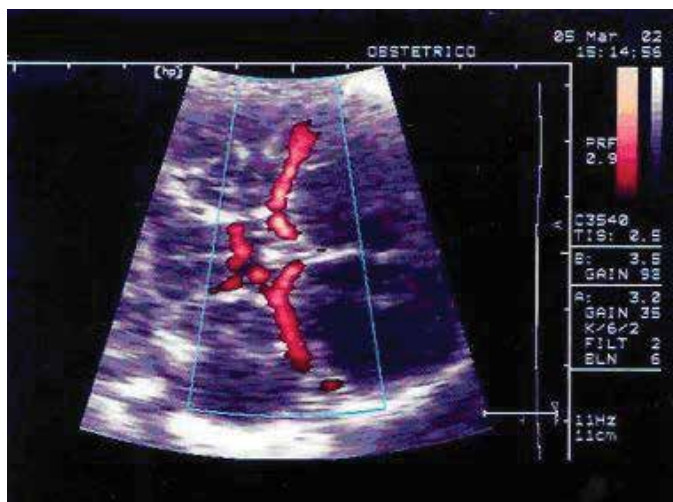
Dopplervelocimetria na artéria cerebral média fetal para aquisição do pico de velocidade sistólica
